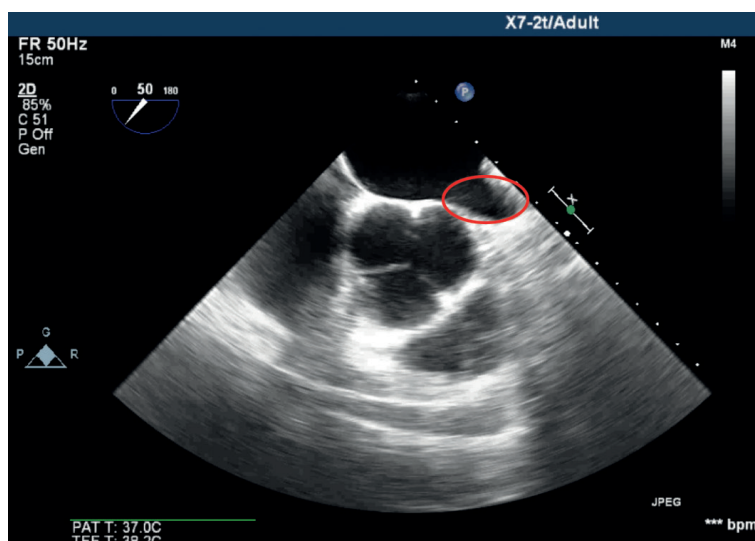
Чреспищеводная эхокардиография после торакокопической ампутации ушка левого предсердия. Имеется эмбологенная культя ушка левого предсердия глубиной более 1 см, ее полость выделена овалом.
